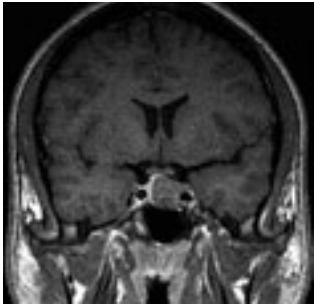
Die Magnetresonanztomografie ist von allen bildgebenden Verfahren die Methode der Wahl, um Hypophysenadenome darzustellen.
